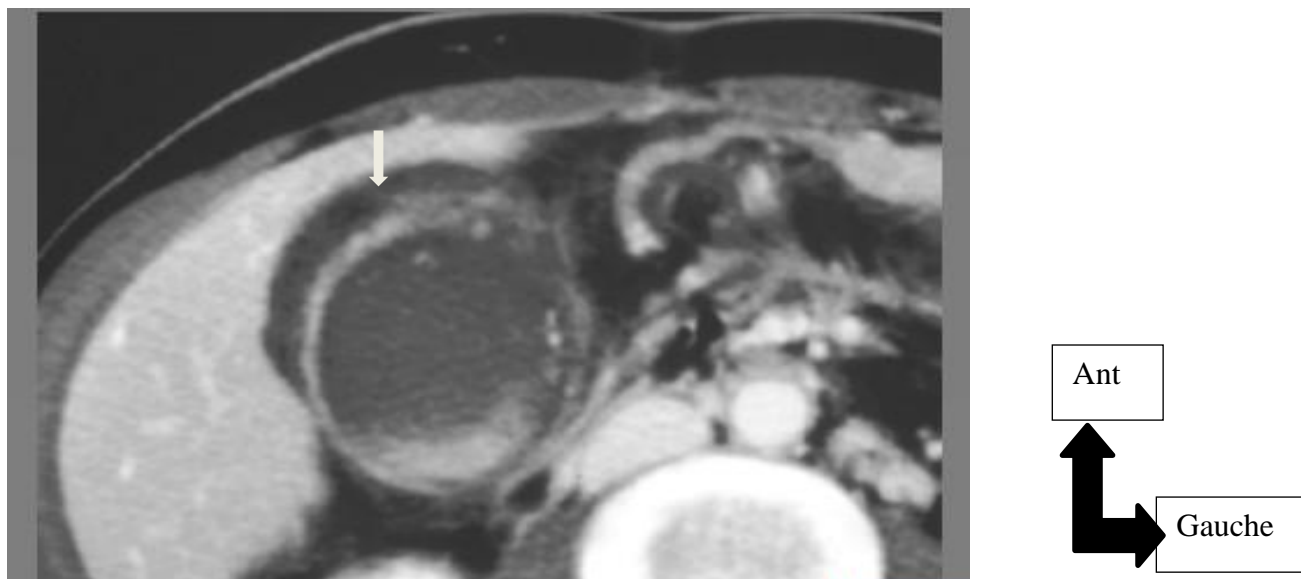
Les coupes axiales TDM montrent un décollement de la muqueuse de la paroi vésiculaire [11].
